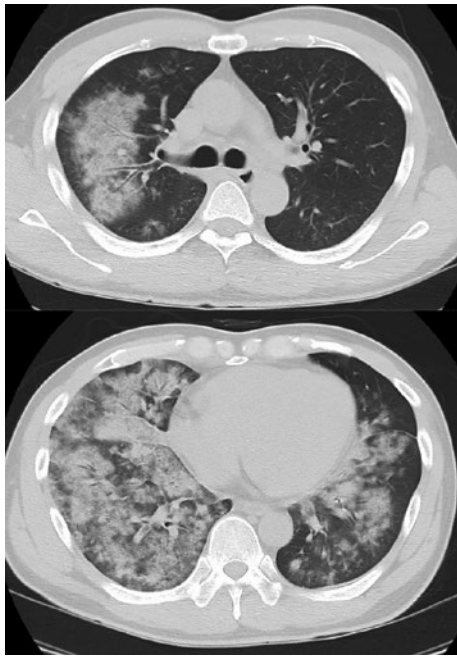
入院時胸部CT. 右肺, 舌区, 左下葉の気管支周囲に浸潤影およびすりガラス影を認めた.
